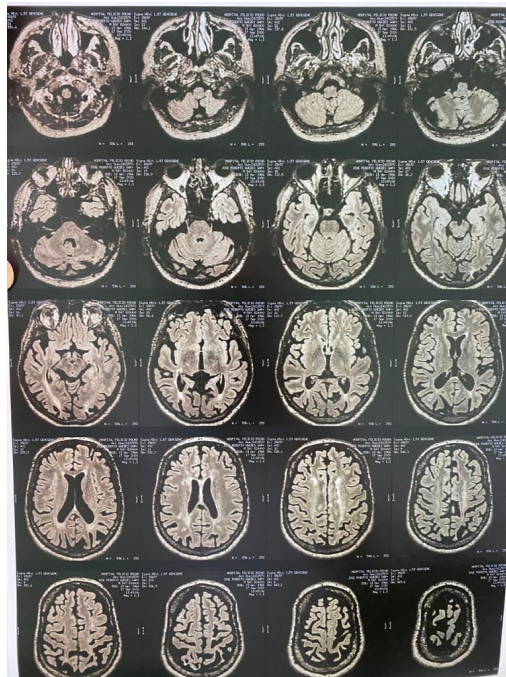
Corte transversal de RM em T1, evidenciando atrofia em regiões parieto-occipitais. (Anexo II)
